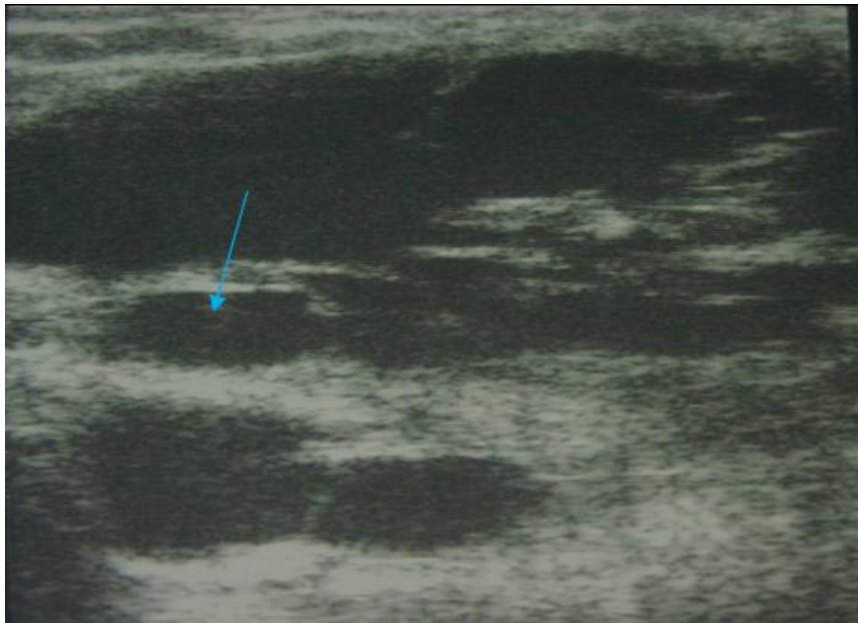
Échographie pariétale (7,5 MHz) : Masse nodulaire échogène hétérogène solido-kystique.
